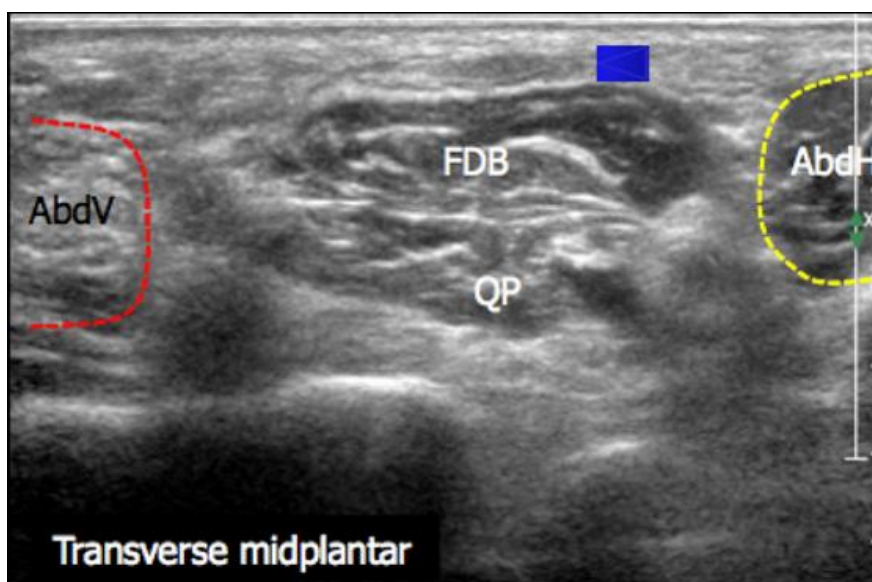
Ecografía en sentido transverso. Se observan los músculos abductor del hallux, cuadrado plantar, flexor corto de los dedos y abductor del quinto dedo. Este último se encuentra atrofiado a causa de la denervación producida. Posición en decúbito prono. (Imagen extraída de la ponencia de *Martinolli en World Congress of Neurology 2013*)
